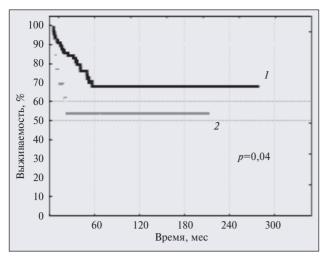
Выживаемость, свободная от неудач лечения, у больных ЛХ с остаточными медиастинальными лимфатическими узлами и отрицательным (1) или положительным (2) результатом сцинтиграфии с <sup>67</sup>Gа-цитратом после лечения (n=112)
